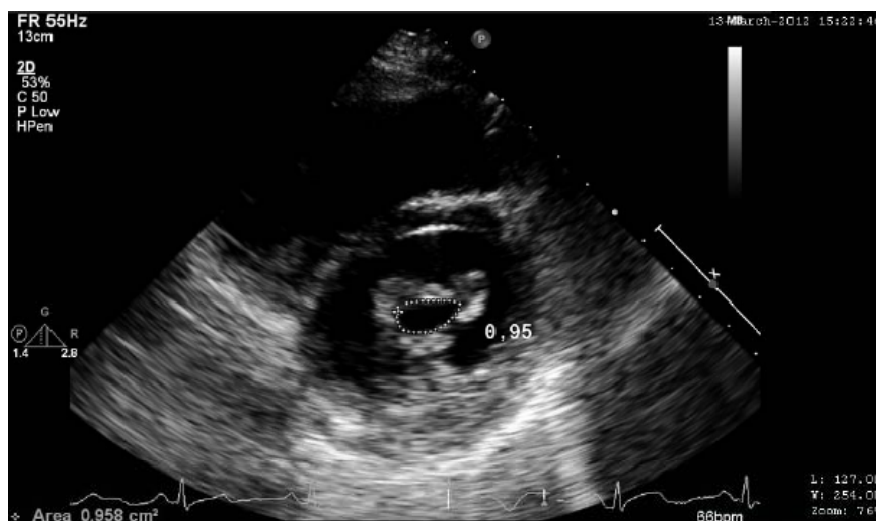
Área valvar mitral pela ecocardiografia 2D
